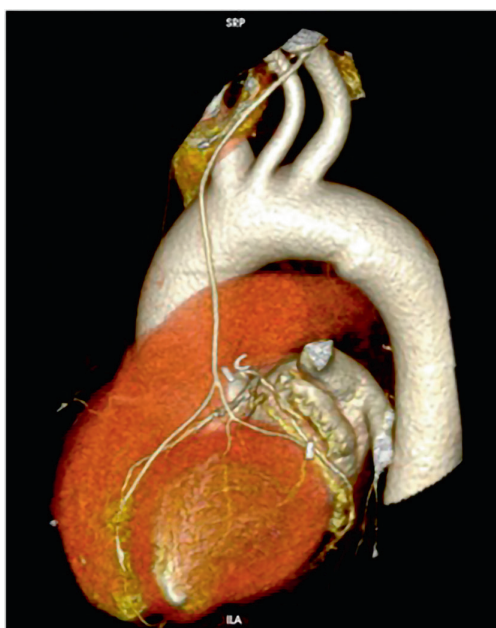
реконструкция, выполненная при КТ-шунтографии у пациента после мини-инвазивного многососудистого коронарного шунтирования передней межжелудочковой ветви, огибающей ветви
